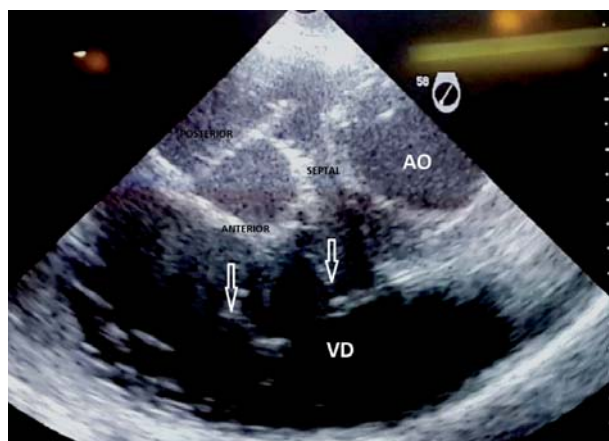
Ecocardiograma transefágico, corte transversal. Retracción del velo posterior y septal; las flechas indican dos anclajes del velo anterior al endocardio del ventrículo derecho. VD: ventrículo derecho. Ao: aorta.
